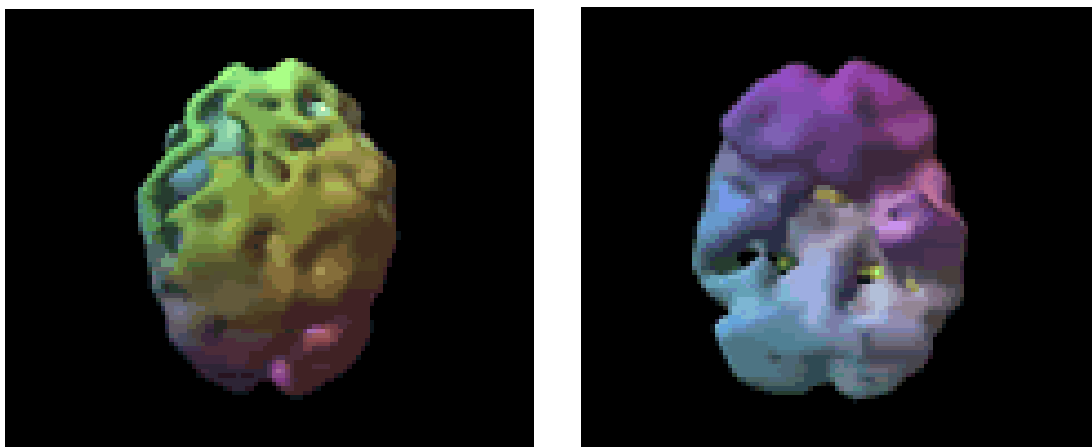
SPECT 3D cerebral en un paciente con EA leve: Vista superior (izquierda) e inferior (derecha) de SPECT en 3D de un paciente con enfermedad de Alzheimer.
